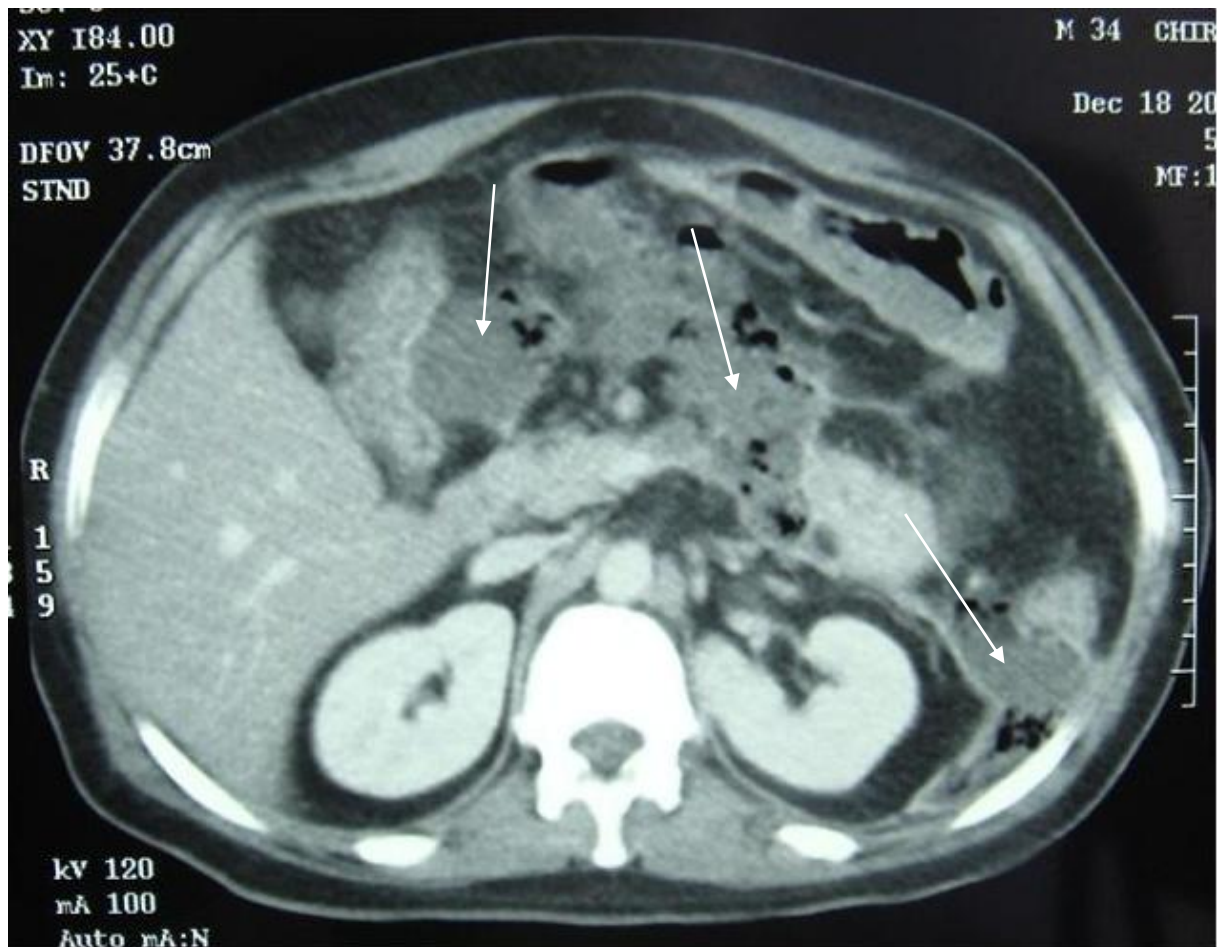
TDM abdominale, surinfection des coulées de nécrose constituant des abcès de l'arrière cavité des épiploons et en péri-rénal gauche (flèches).
